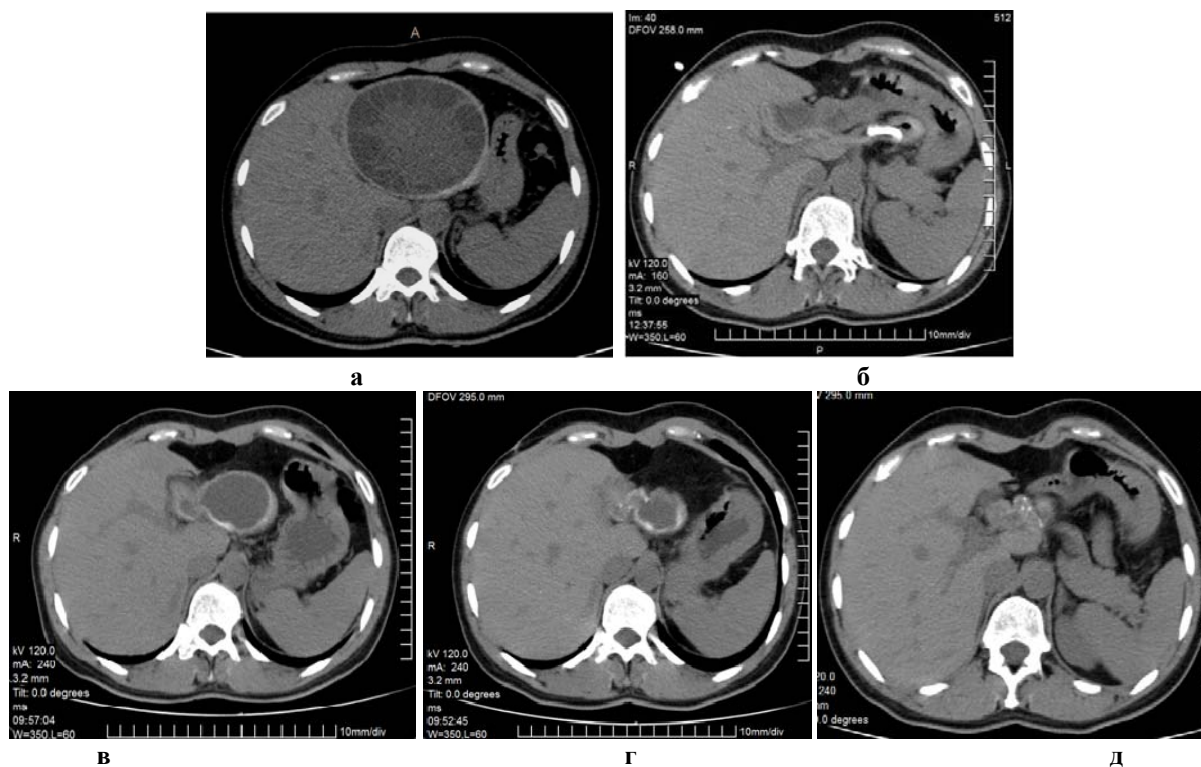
Компьютерные томограммы больного с многокамерной эхинококковой кистой левой доли печени. Динамика облитерации остаточной полости: а – КТ до операции. Многокамерная эхинококковая киста левой доли печени размерами 108×97мм, б – КТ через 7 дней после выполнения операции.
